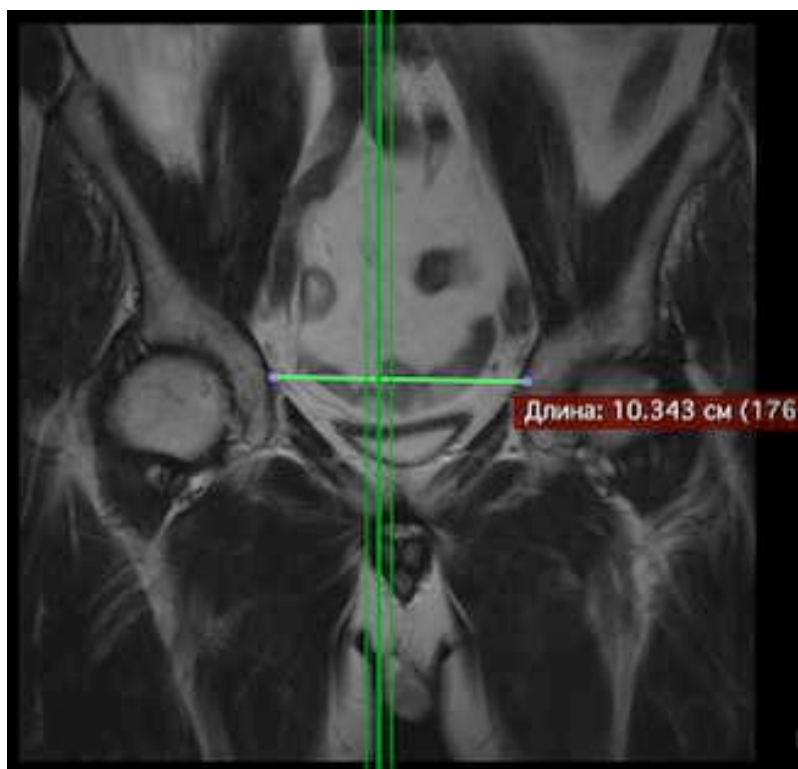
МРТ определение размера поперечного входа в таз
